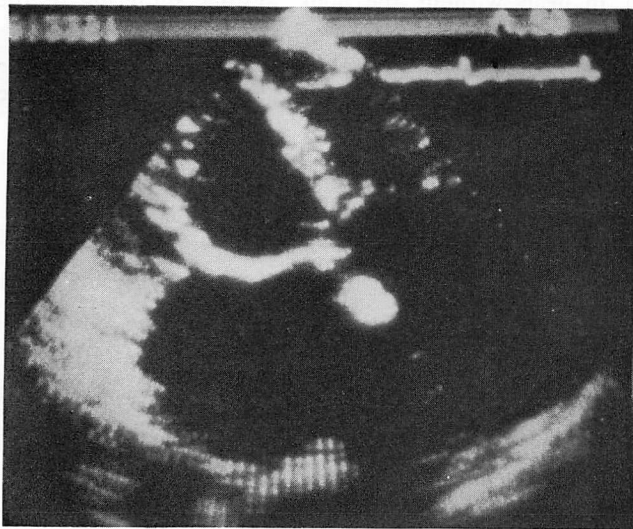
Parasternal four-chamber view of the two-dimensional echocardiogram in early systole.
